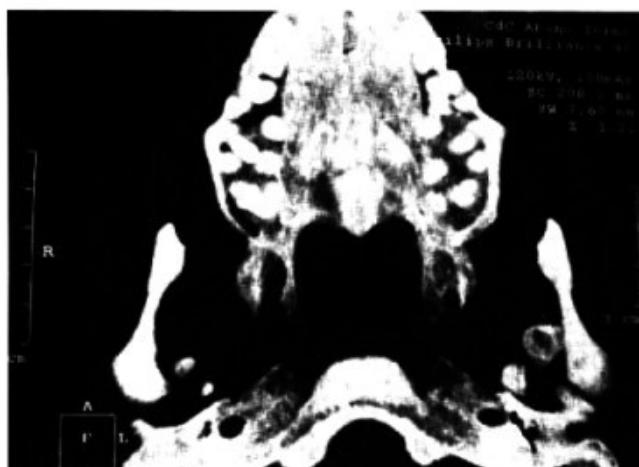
CT showing bilateral TMJ ankylosis with two round bone structures medial to condyles.
